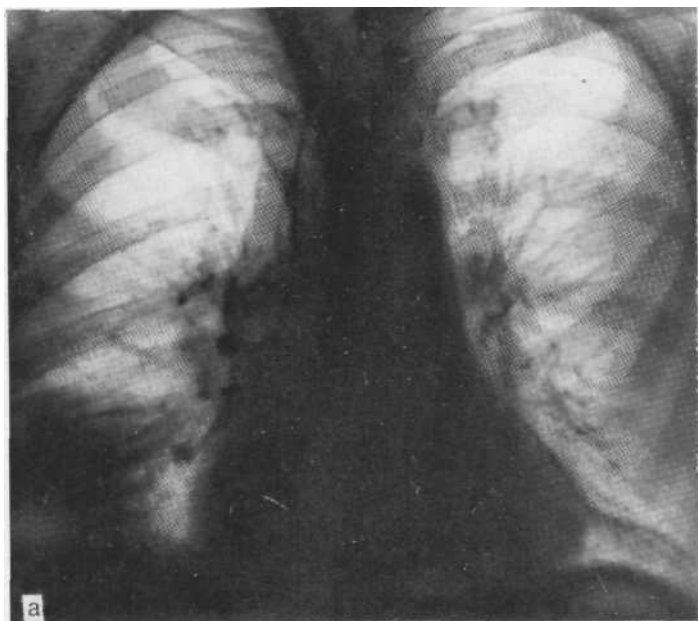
Обзорные рентгенограммы. Бронхиоло-альвеолярный рак легкой - при первичном обращении; б — через 3 года;
